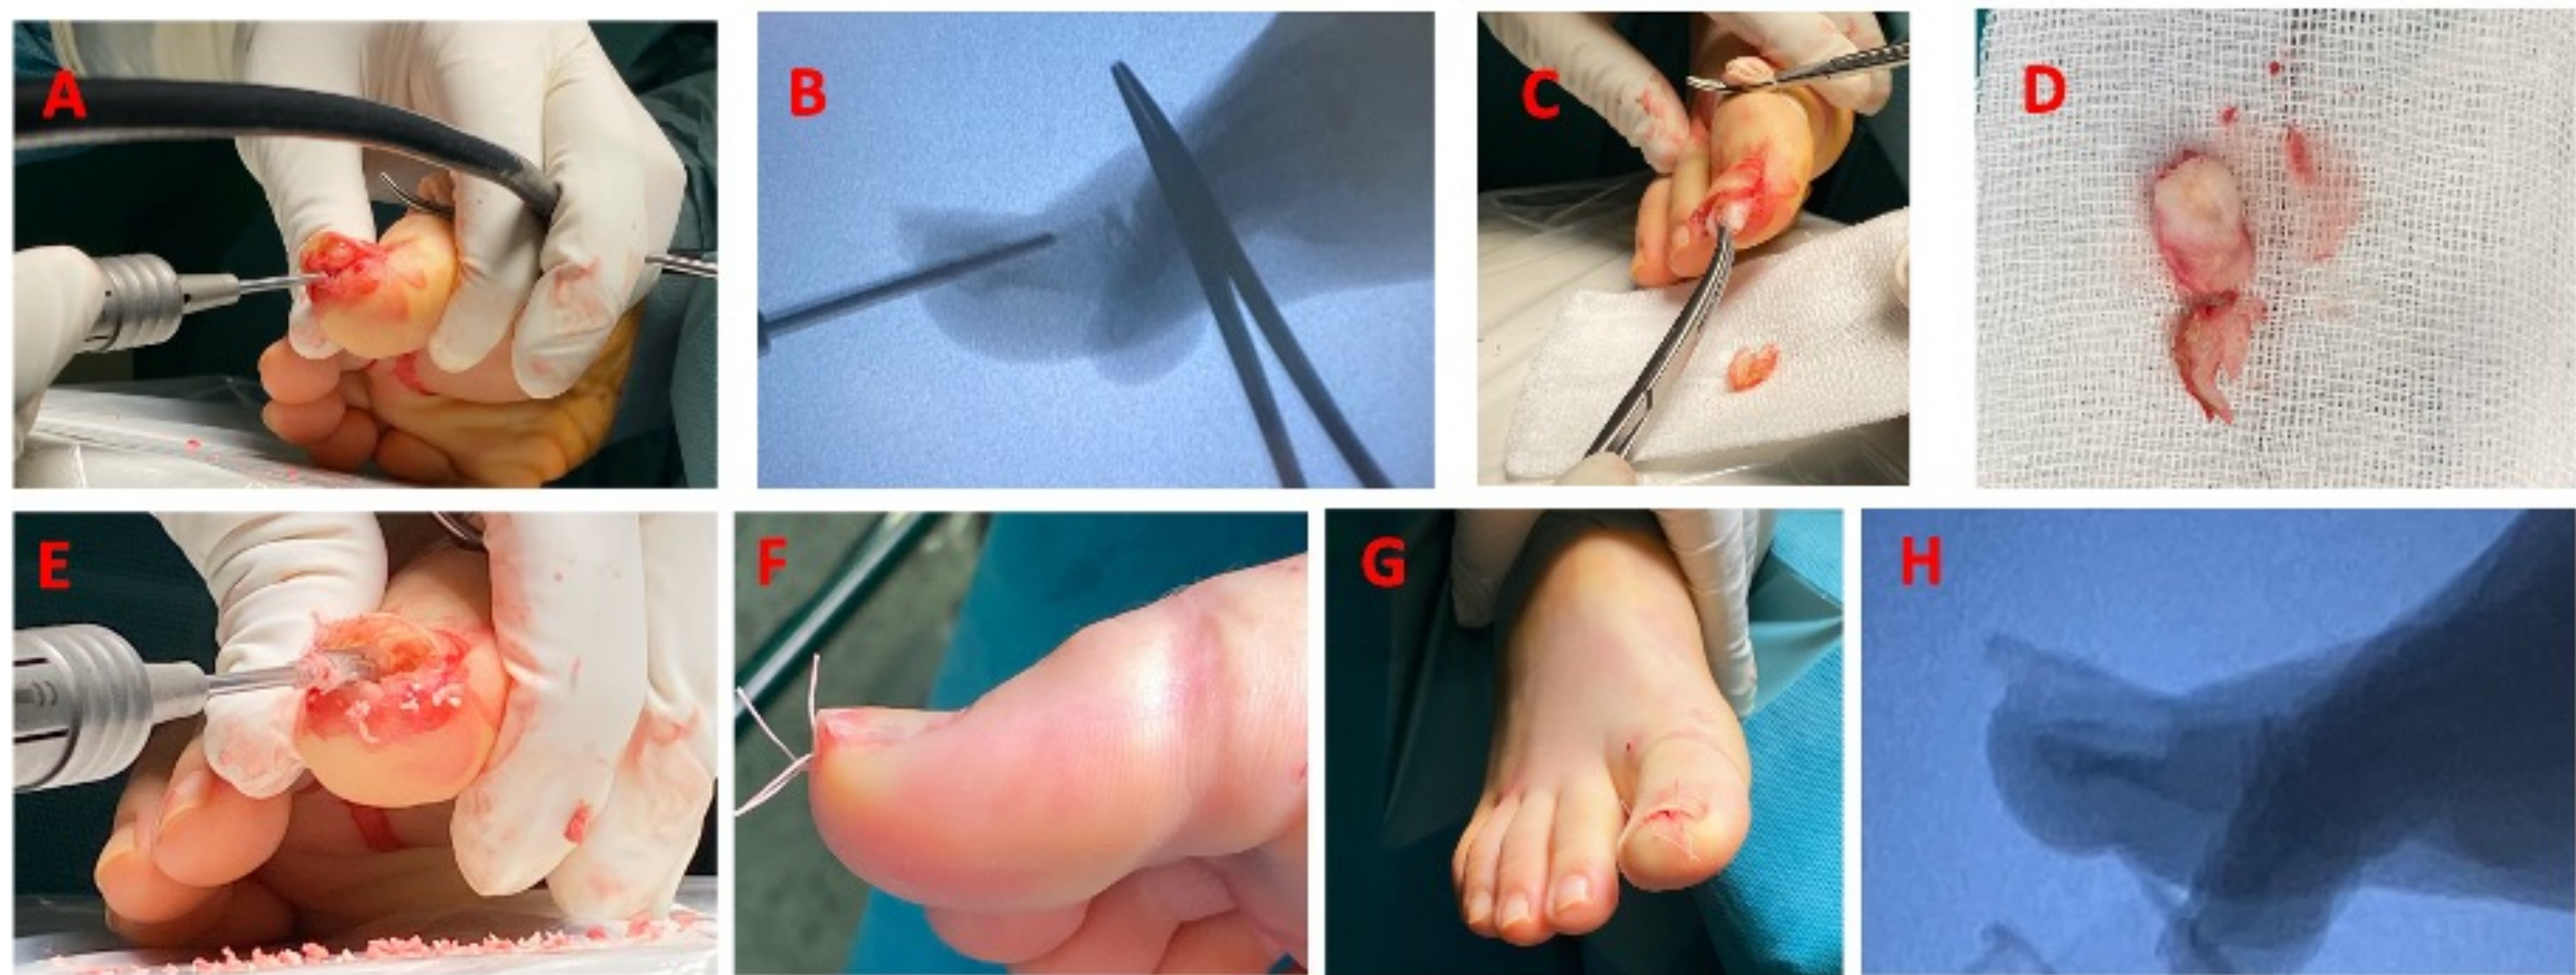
A Incisión y corte con fresa Isham. B Escopia de control del corte con fresa. C Tras desepiotización resección en bloque del tumor. D Tumor completo con su cápsula. E Fresa de pino para cruentar lecho. F y G Posquirúrgico inmediato. H Radiografía de control.
